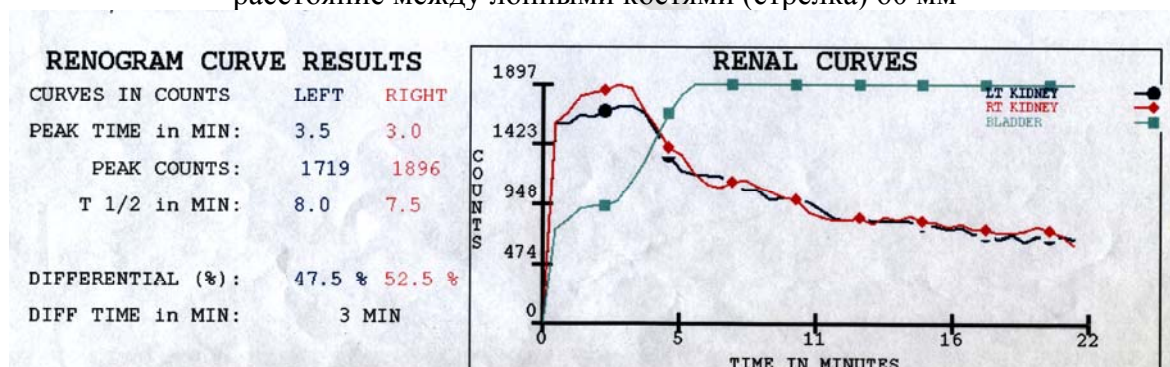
Динамическая нефросцинтиграфия мальчика Ч.
